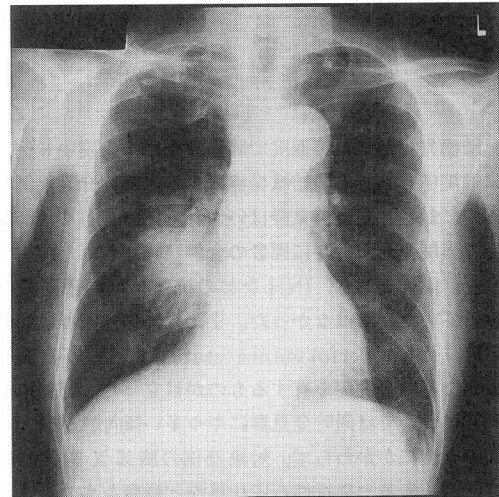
同時発見群の症例の胸部単純X線像（右中葉の肺扁平上皮癌〈Ⅱ期〉と肺結核症。X線画像では結核病変の拡がりは不明だが、気管支鏡下、右中葉からの細胞診と抗酸菌塗抹、培養検体より両者の混在が確認された）
